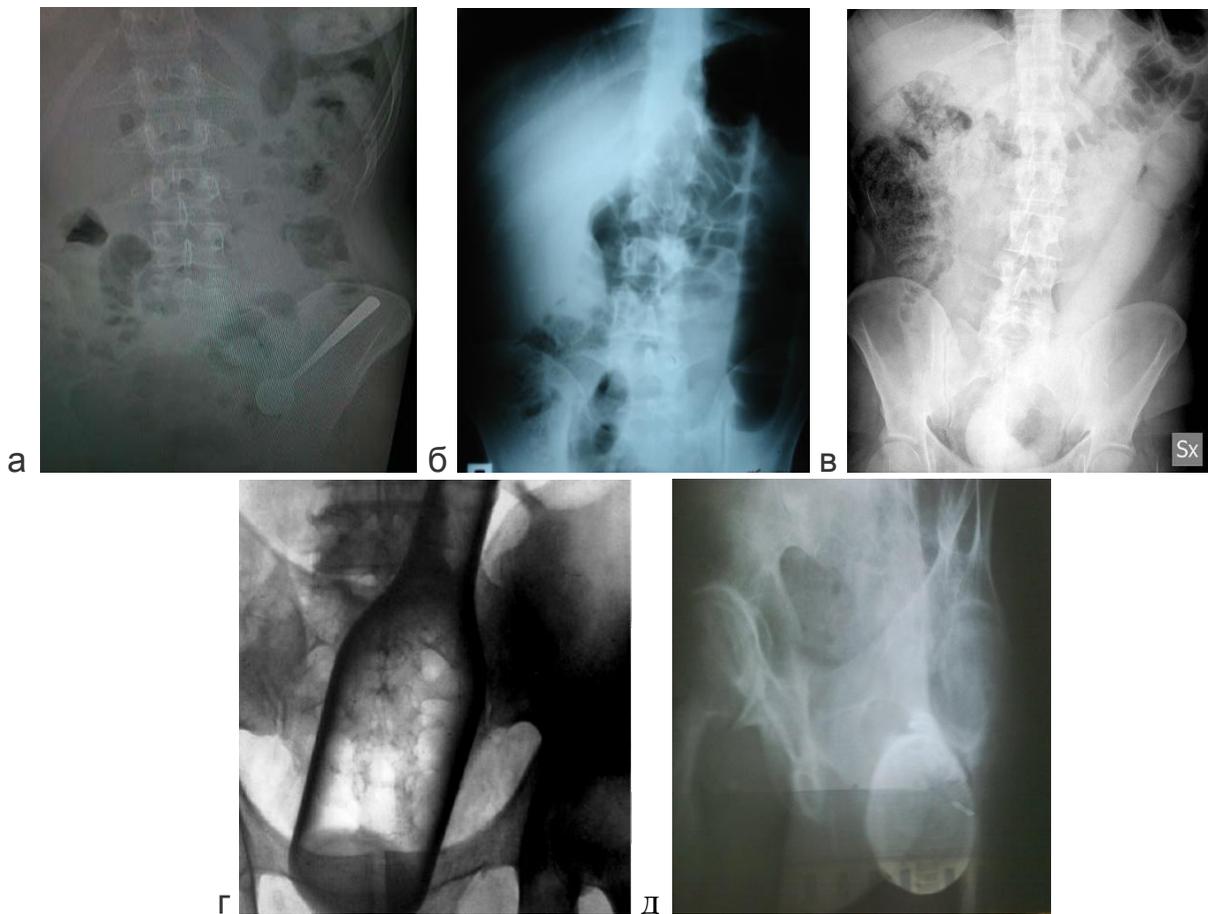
Рентгенограммы ОБП: а – ложка в сигмовидной кишке, б – цилиндрическое каучуковое изделие в сигмовидной кишке, в – 60-сантиметровая «секс-игрушка» в сигмовидной кишке, г – бутылка в прямой кишке, д – консервная банка в прямой кишке
